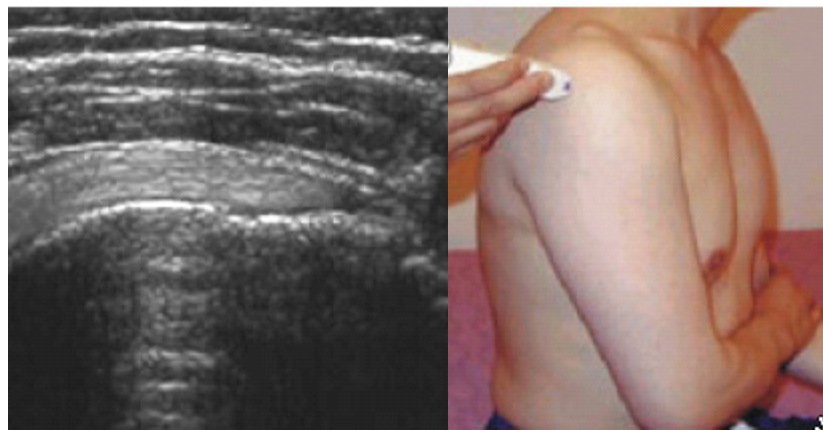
Tendón el infraespinoso en corte longitudinal y técnica ultrasonográfica.
